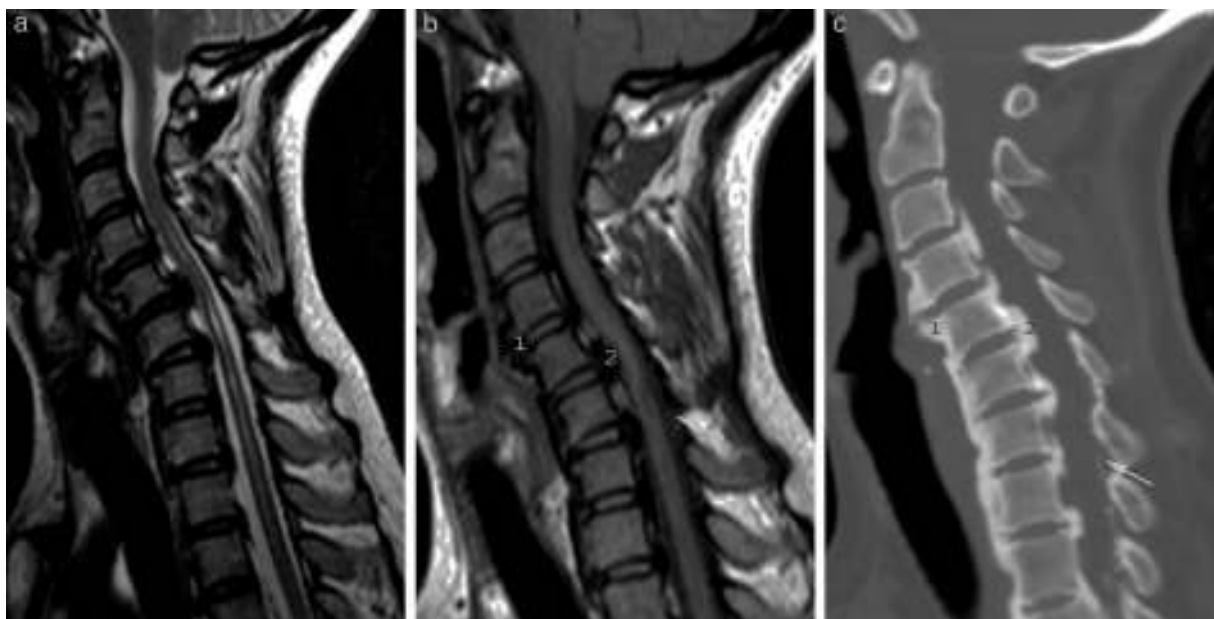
Hiperostosis idiopática difusa (DISH). Imagen potenciada en T2 (a) y potenciada en T1 (b) en plano sagital donde se visualiza calcificación del LLA(1), LLP (2) y ligamento interespinoso (flecha), así como una importante mielopatía., y tomografía computarizada multidetector de reconstrucción sagital (c).
